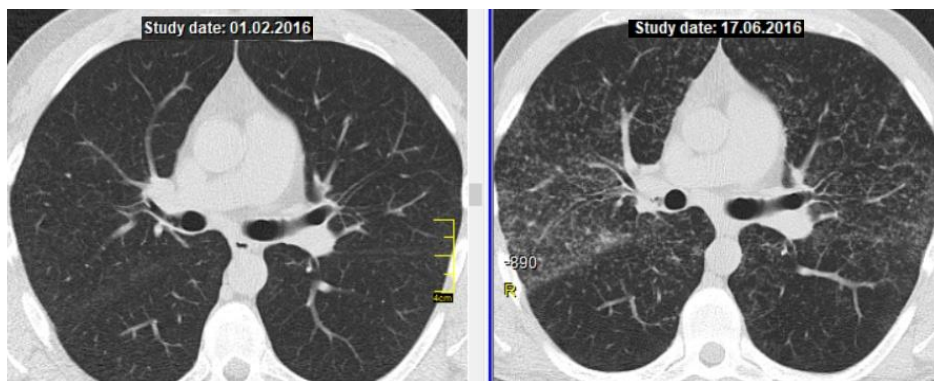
КТ хворого Т., 25 років. Ліворуч – після завершення курсу ГКС-терапії, клінічне вилікування, праворуч – через 4 міс після відміни ГКС, рецидив.
